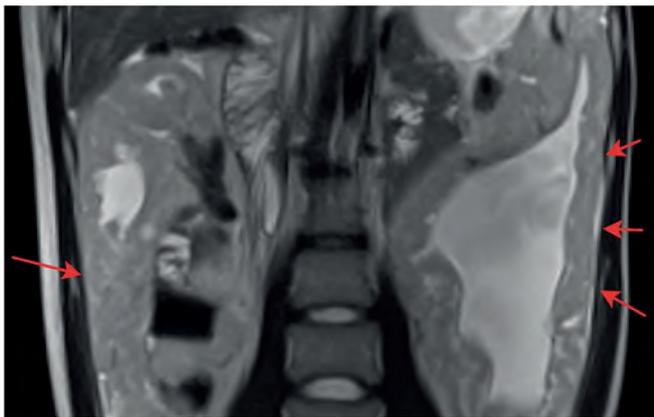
Перитонеальный саркоматоз на инициальной МРТ брюшной полости
